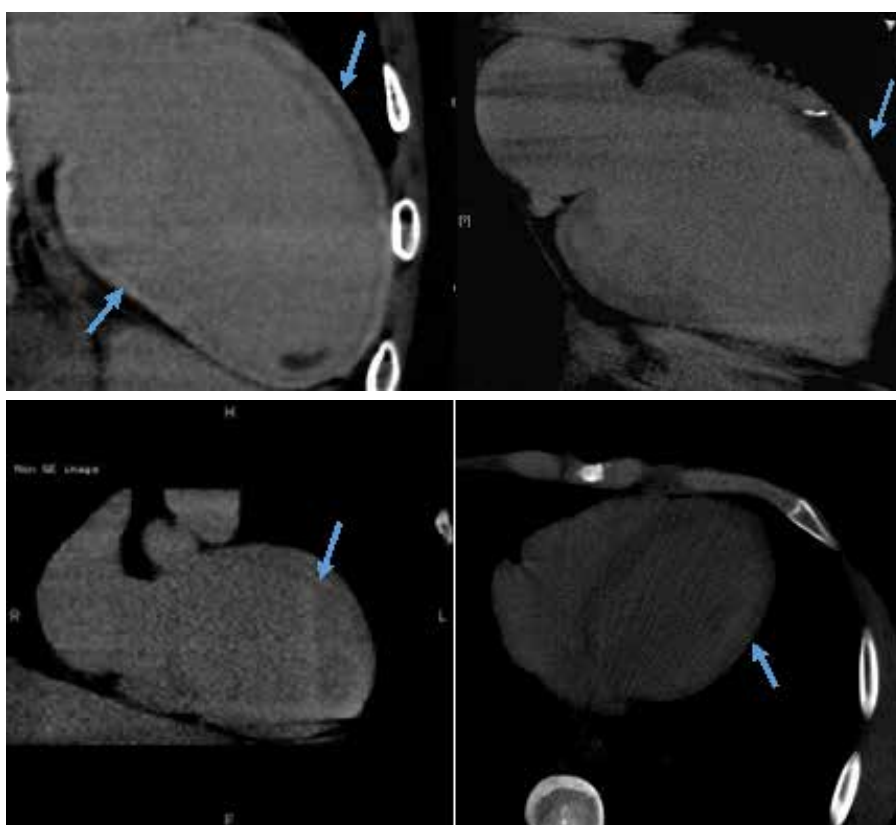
Различные типы отсроченного контрастирования при МСКТ сердца.
